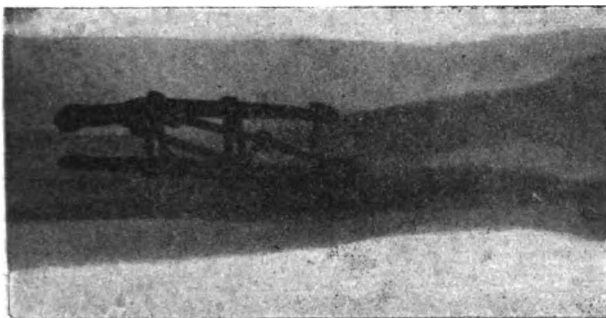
Radiographie du radius sept mois après l'opération.
